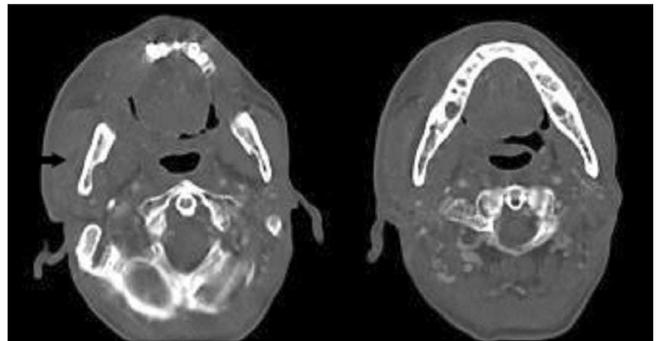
Preoperative CT showing abscess formation in Right masseter muscle area of case 1.
